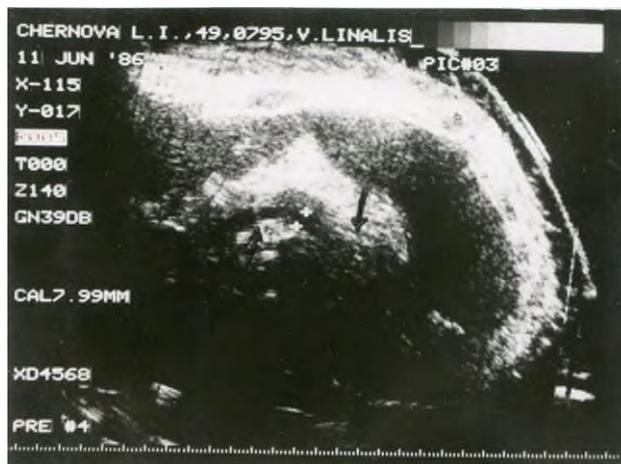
Ультразвуковая компьютеризированная томография больной Ч. 49 лет. Диагноз: хронический панкреатит, вторичная СВПГ. Стрелкой отмечен уровень блока селезеночной вены
